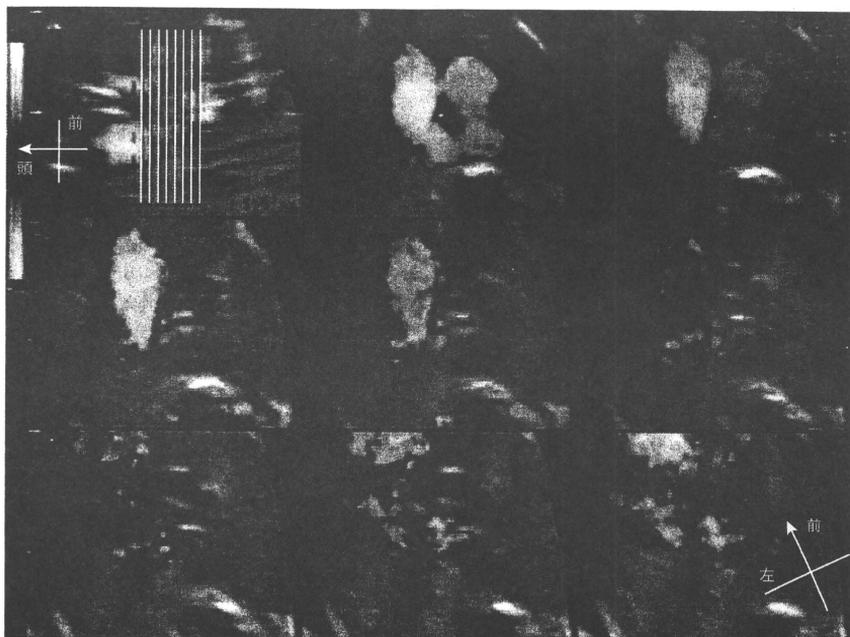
右側大動脈弓に伴う血管輪症例のカラー3D心エコー平行多断面表示
